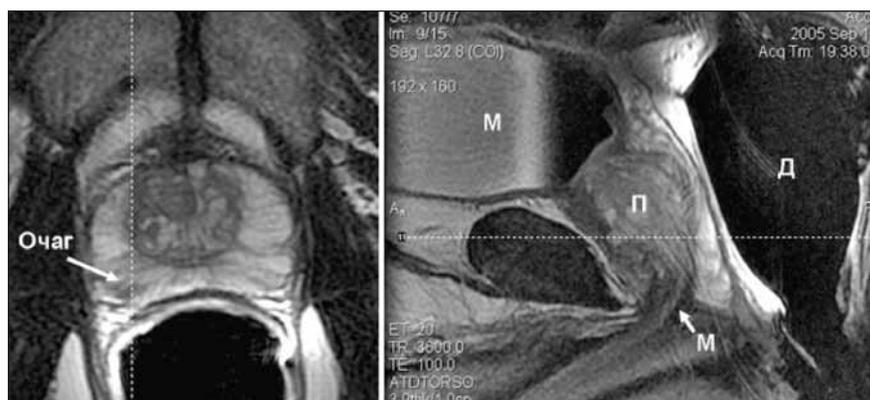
Прицельные томограммы предстательной железы с разметкой для планирования трансректальной биопсии. Пунктирные линии указывают локализацию очага с признаками неопластического процесса в периферической зоне средних отделов железы на 7 часах условного циферблата. На томограмме в сагиттальной плоскости обозначены: М — мочевой пузырь, П — простата, Д — эндоректальный датчик, стрелка — мембранный отдел уретры
